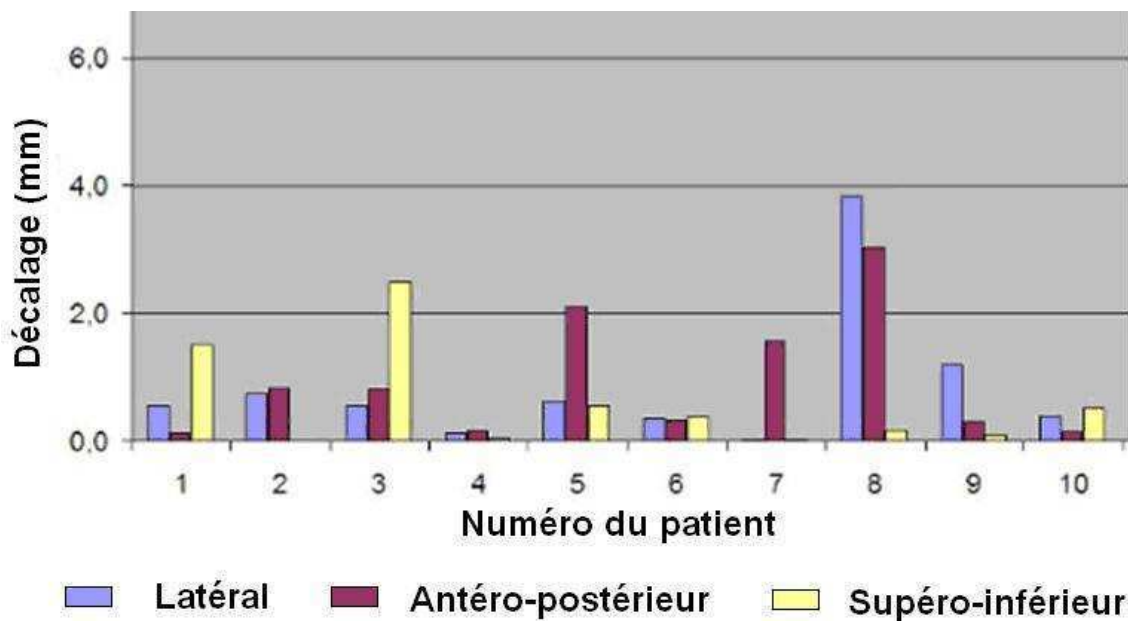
Décalages moyens de la position du CTV entre le début et la fin de l'irradiation obtenus par images CBCT pour 10 patients traités pour des lésions pulmonaires en condition hypofractionnée en RC3D.
